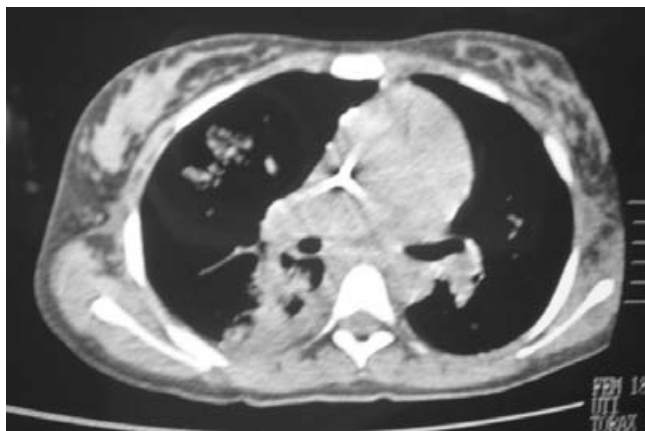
TAC de tórax en donde se observa disminución significativa del infiltrado alveolar y colapso pulmonar.
